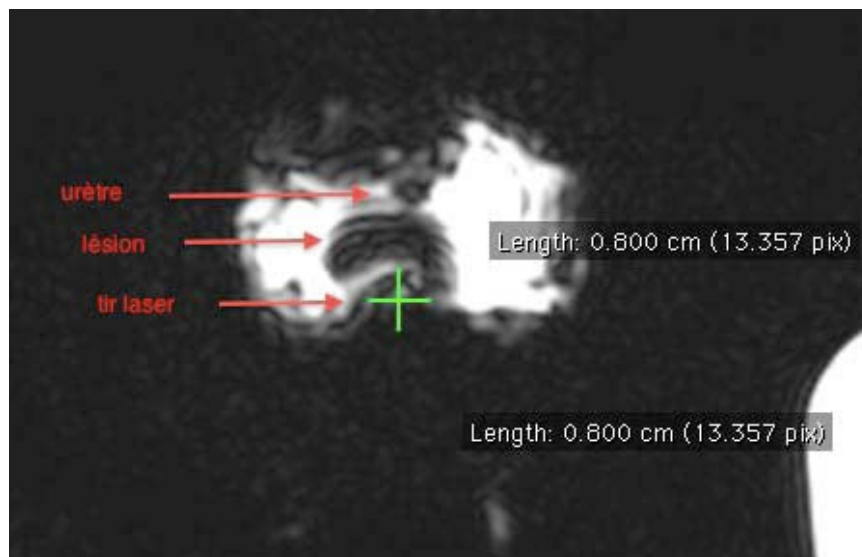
Coupe axiale du fantôme définitif (séquence T1 - IRM 1.5T) avec tir laser et mesure du diamètre (petit axe) de la zone de traitement.
